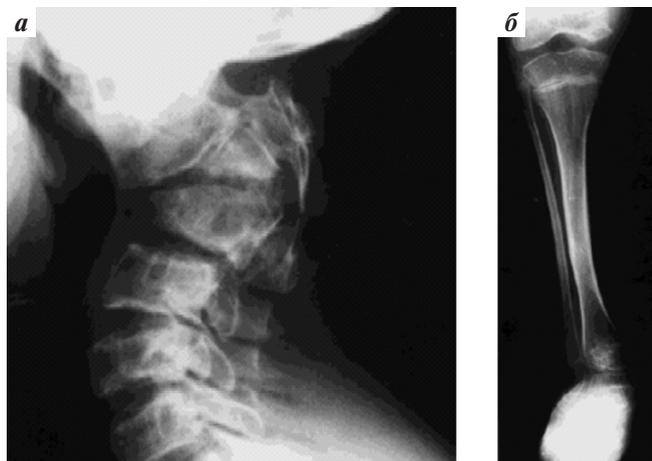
Примеры рентгенологических изменений костей скелета при синдроме Шварца—Джампела [R.N. Maclean et al., 1983; J. Spranger et al., 2000]: а — пациент 17 лет, тела позвонков С2 и С3 клинообразно деформированы и смещены кзади (дорсально) с образованием ангулярного кифоза и деформации спинномозгового канала; б — пациент 8 лет, нижние отделы эпифиза бедренной кости с явлениями перестройки костной структуры, большеберцовая кость короткая, со слегка деформированным и расширенным метафизом, дистальный эпифиз малоберцовой кости значительно увеличен
